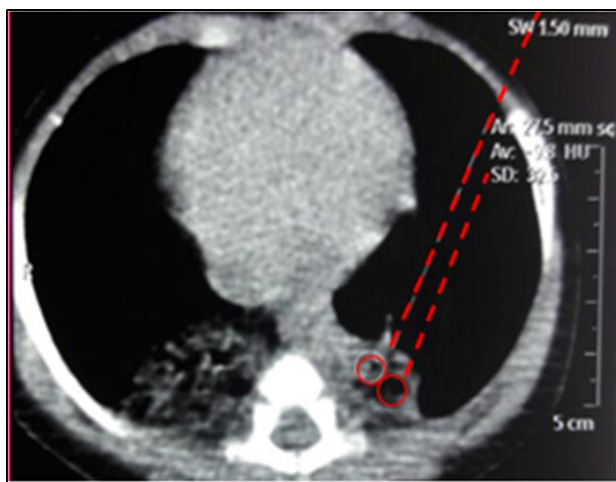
TDM du thorax en coupe axiale et fenêtre médiastinale, en contraste spontané. Condensations alvéolaires des deux pyramides basales contenant des densités grassieuses.
